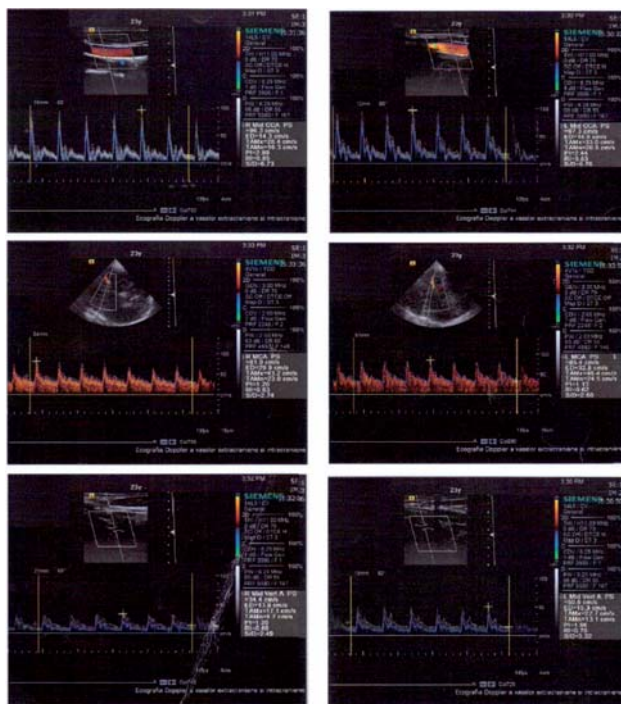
Doppler ultrasonography of the brachiocephalic vessels R / L (normal values).
